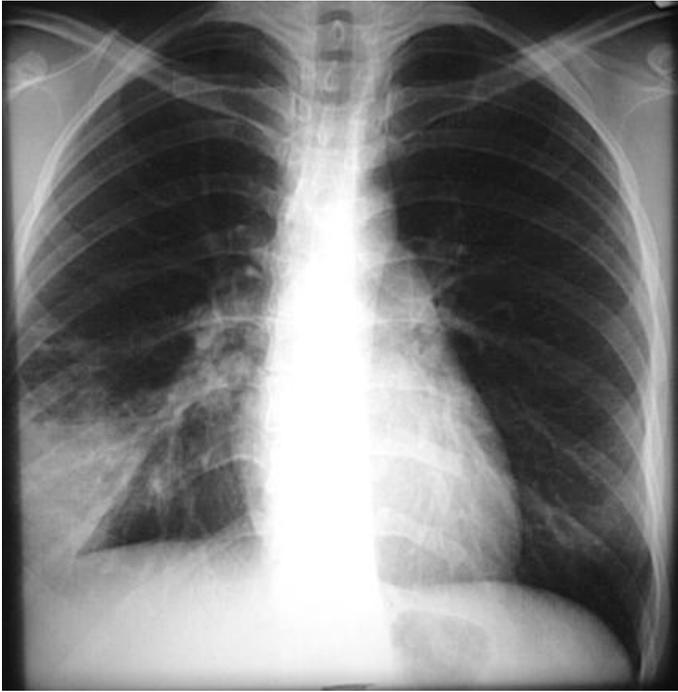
Рентгенограмма больного
